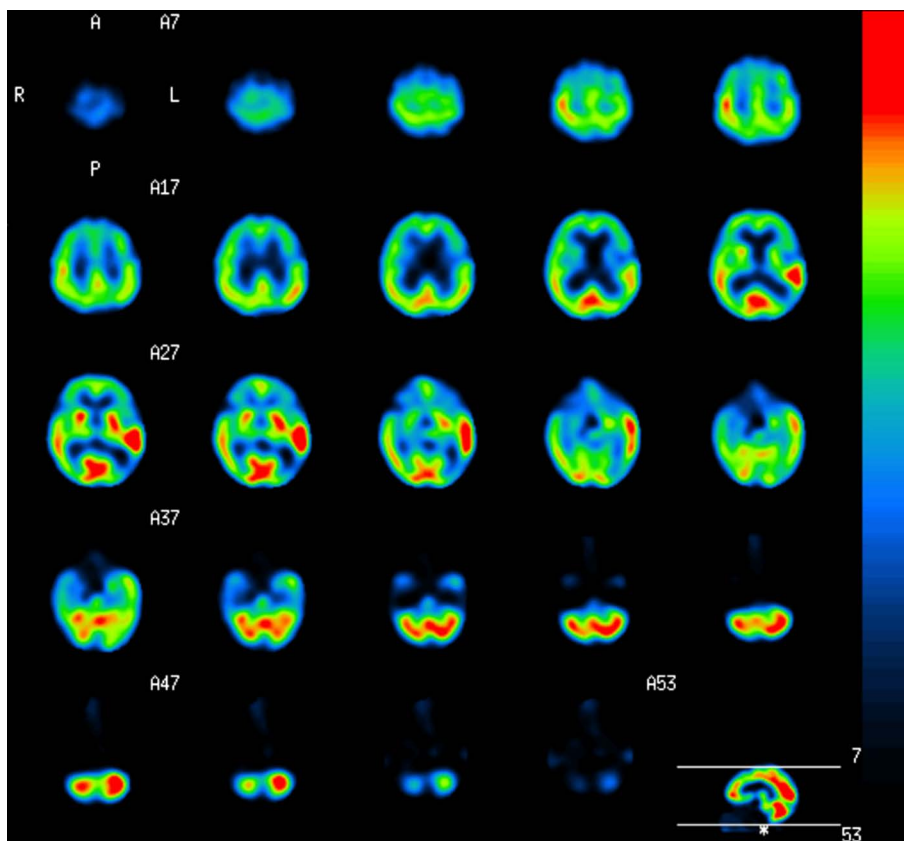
Tc-99m ECD single-photon emission computed tomography on day 2.
